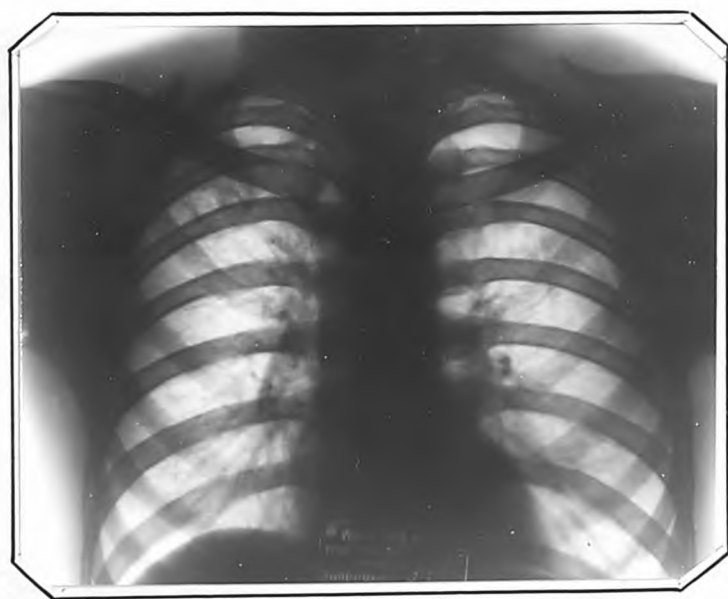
Рентгенограмма больного Н. от 9. I. 1954 г. Слева газовый пузырь искусственного пневмоторакса. Каверна в поджатом легком не определяется.
